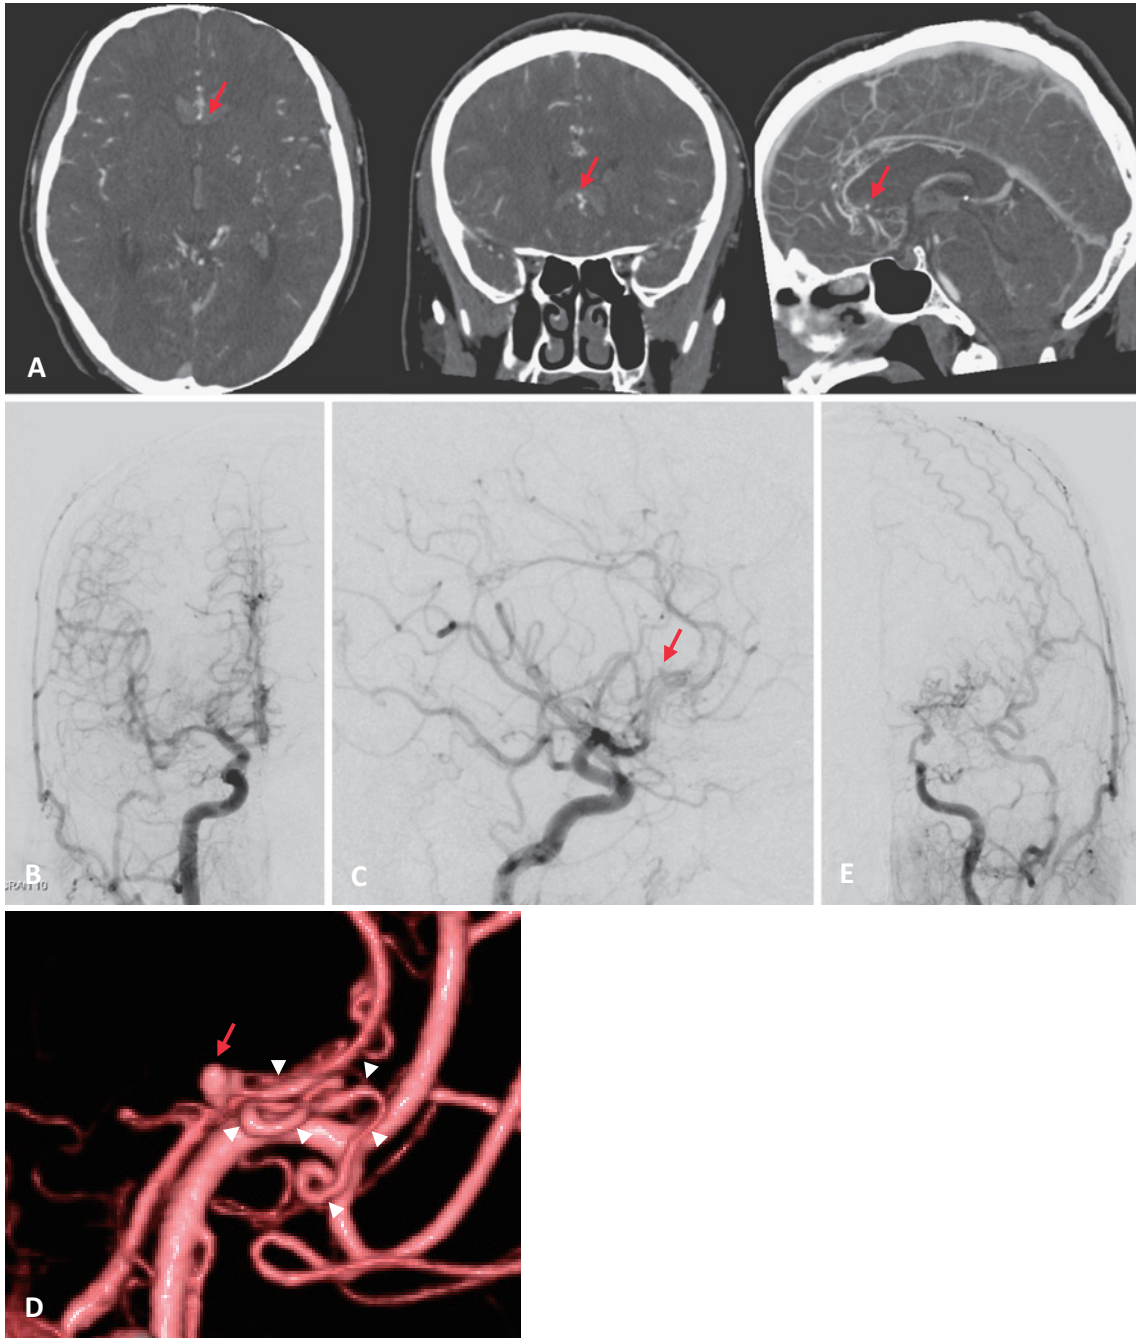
Cerebral angiography on admission. CT angiography (A) shows saccular aneurysm in genu of corpus callosum (arrow). Right common carotid angiogram (B: anterior-posterior view, C: lateral view, D: 3D image) shows anomaly vessels (arrowhead) and a saccular aneurysm (arrow) at A2/A3. Left common carotid angiogram (E: anterior-posterior view) shows occlusion of the supraclinoid portion of the internal carotid artery and abundant ipsilateral moyamoya vessels.
